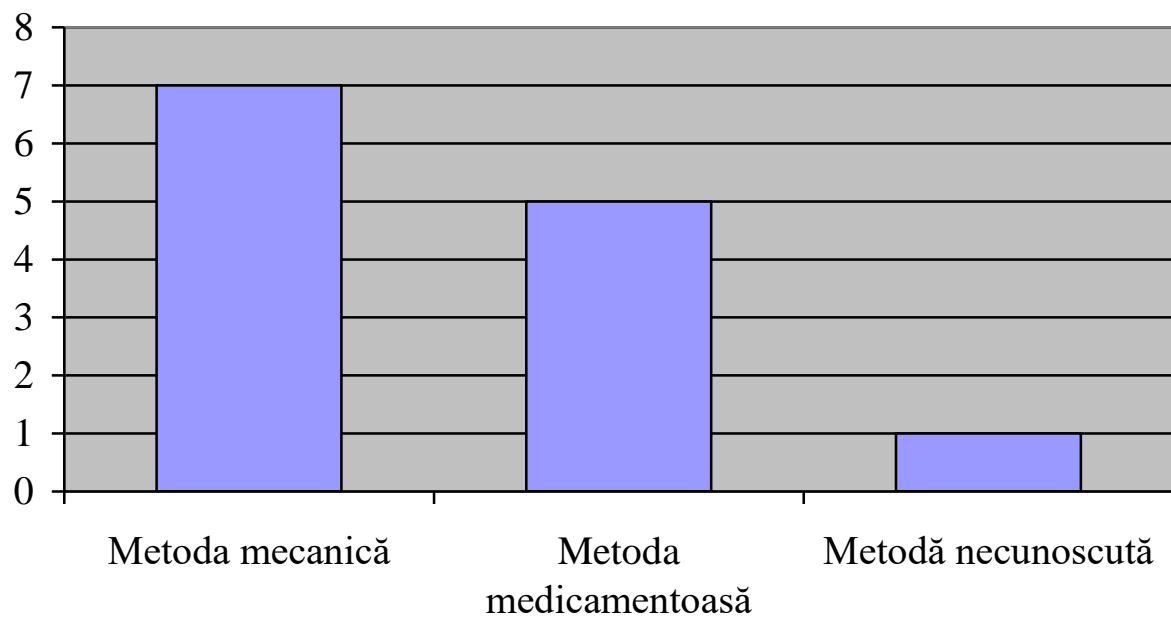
Metodele de provocare a avortului ilegal în RM, în perioada anilor 2007-2017 [93]
